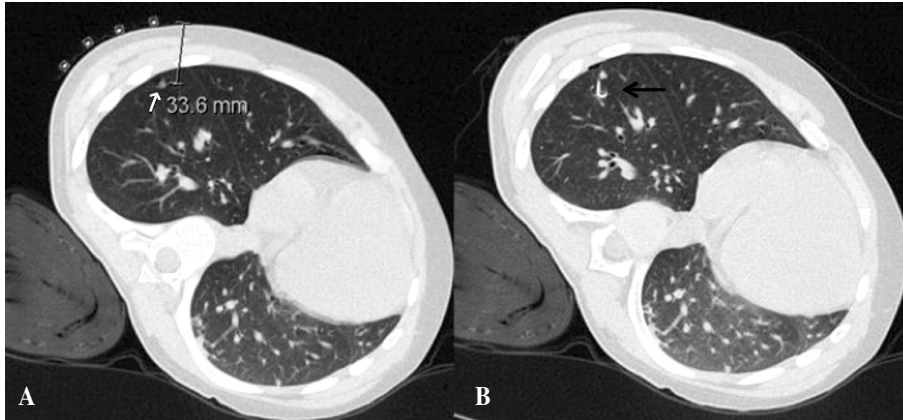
A) Imagen de TC pulmonar previo marcaje, con nódulo pulmonar (flecha blanca) a 3,3 cm de profundidad. B) TC con marcaje con arpón del nódulo (señalado con flecha negra).
